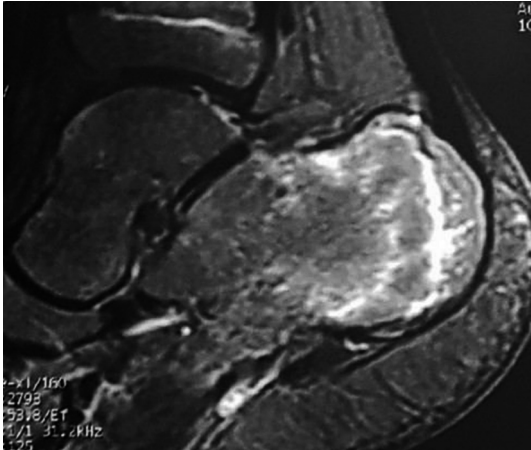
Imagen de resonancia magnética que muestra una fractura del calcáneo que no fue visible con rayos X
